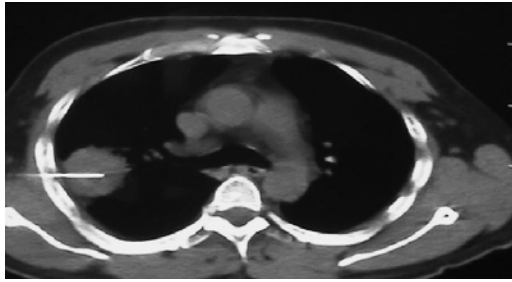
TC DE BAAF. Imagen por TC de NPS sin contraste, observe la posición de la aguja en el interior de Nódulo para la obtención de la muestra.
